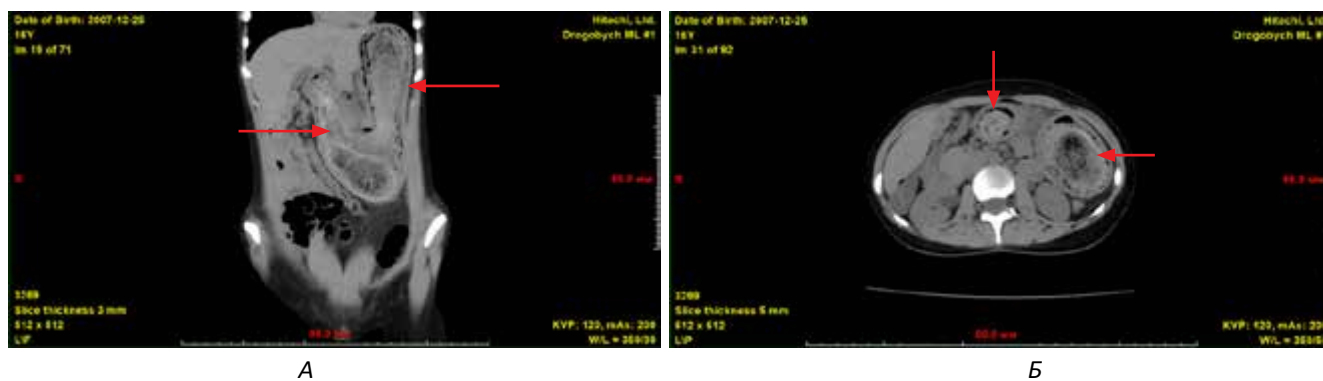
Безоар у шлунку та дванадцятипалій кишці (стрілки): фронтальна (А) та аксиальна (Б) томограми
